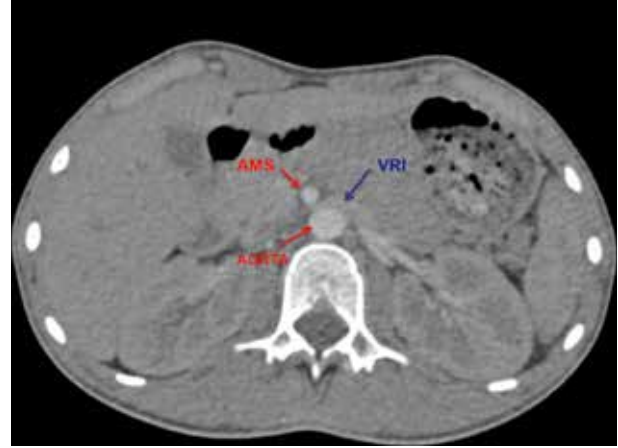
Angio-TAC abdominal compatible con síndrome de Nutcracker.
